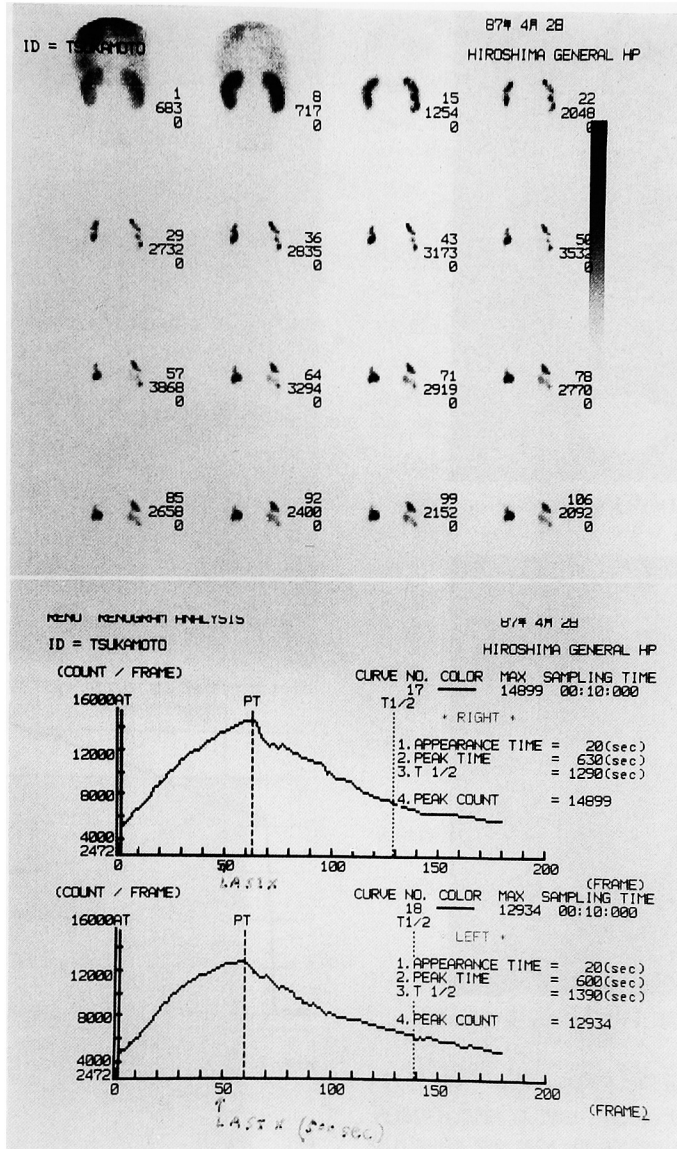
Case 1. Diuretic renoscintigram 3 years after reconstruction of right ureter
